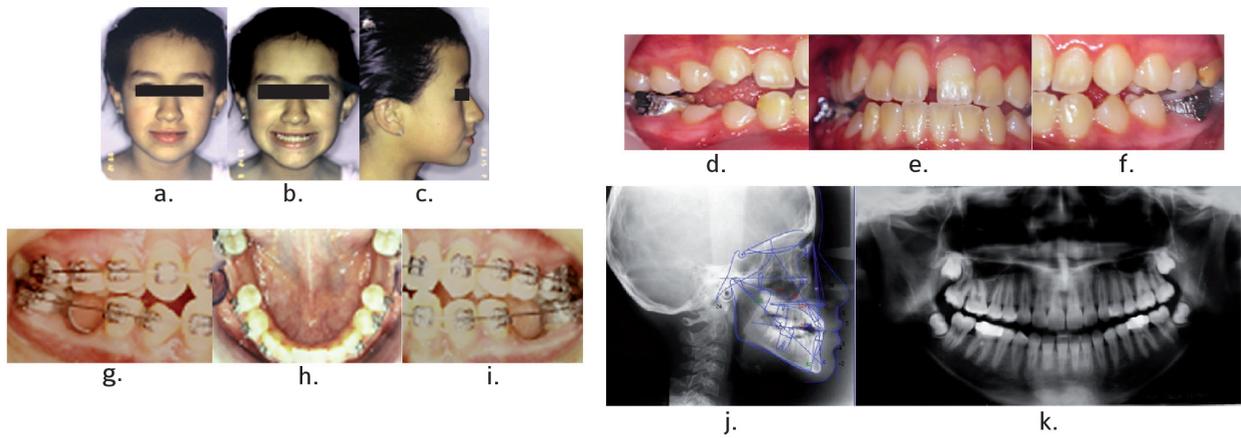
Fotos y radiografías finales. Paciente No. 1.
